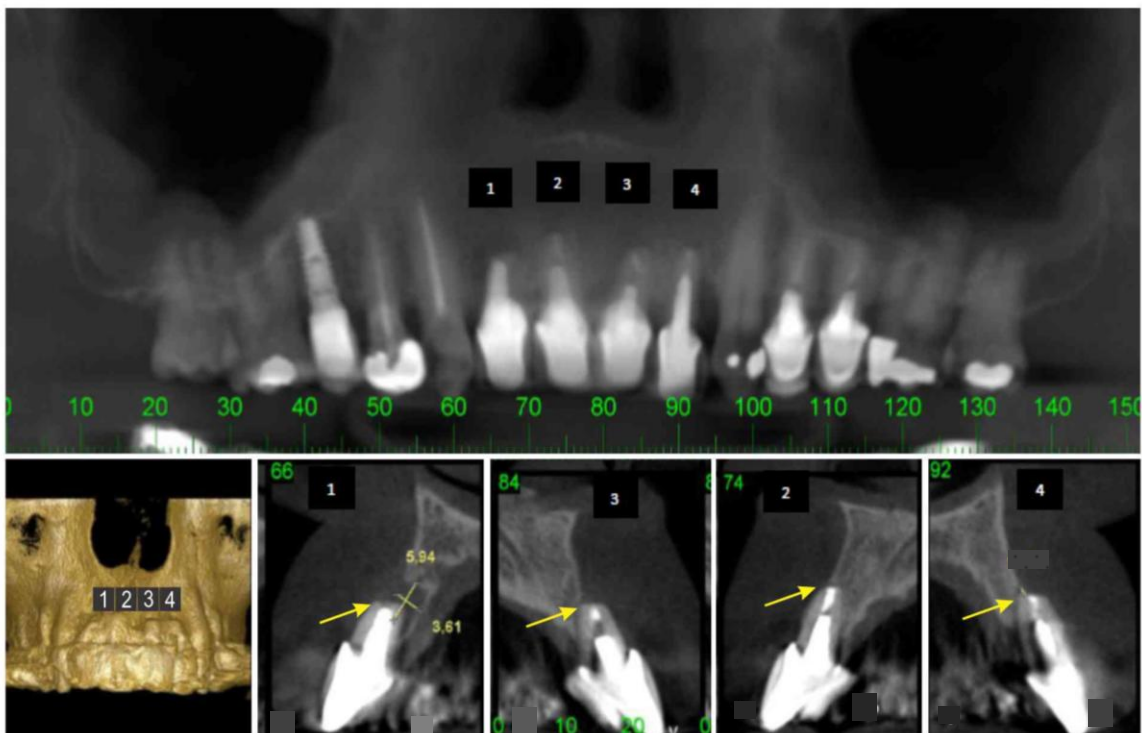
Tomografia Final: dentes 1,3 retroobturados com cimento PBEA. Dente 1 apresentando redução da ferida. Dente 3 apresentando reparação total da ferida. Dentes 2,4 retroobturados com cimento MTA apresentando reparação total da ferida.
